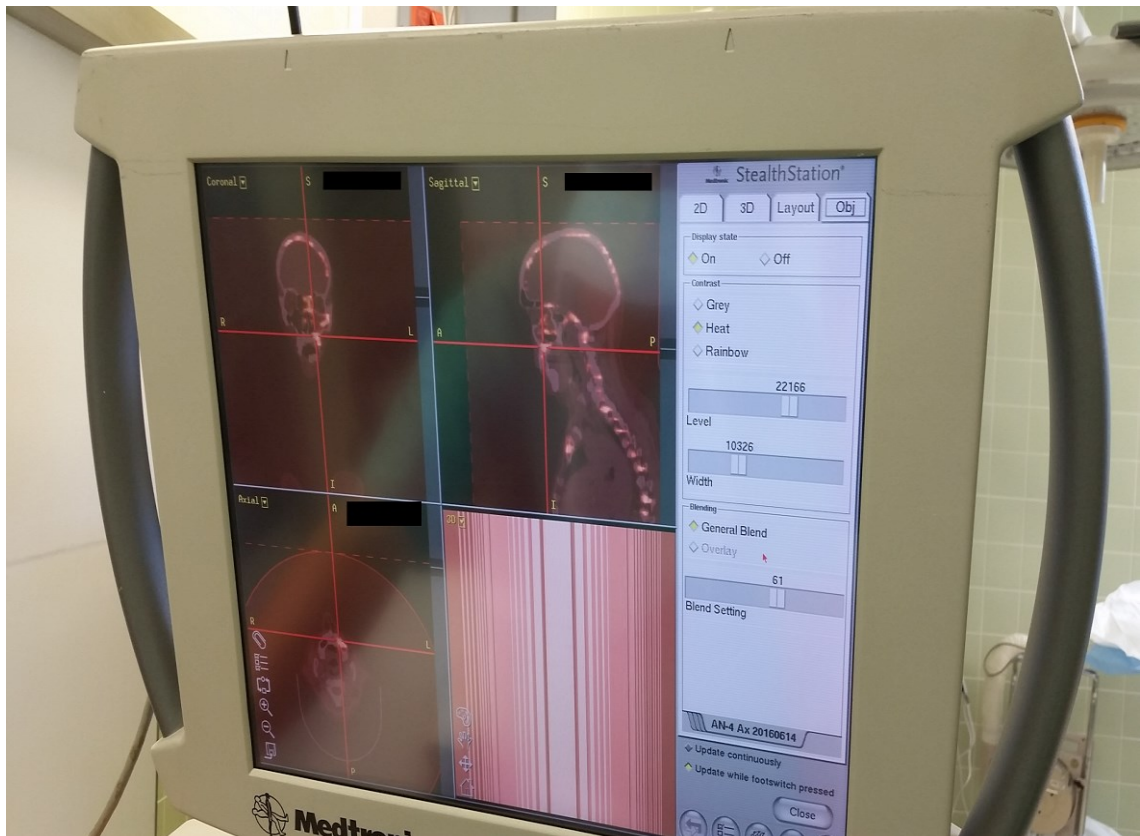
Import der PET/CT Bilder im Rohdatenformat
